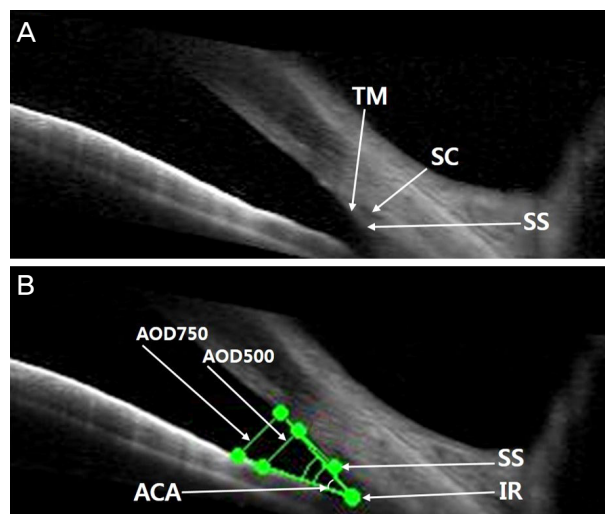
Anterior chamber image of anterior segment optical coherence tomography. (A, B) anterior chamber angle (ACA) means apex in the iris recess (IR) and the arms of the angle passing through a point on the trabecular meshwork (TM) from the scleral spur and the point on the iris perpendicularly opposite, angle opening distance (AOD) 500, 750 means distance between the point which was 500 μ m (750 μ m) from anterior to the scleral spur (SS) and the iris (perpendicularly opposite point). SC = Schlemm's canal.
